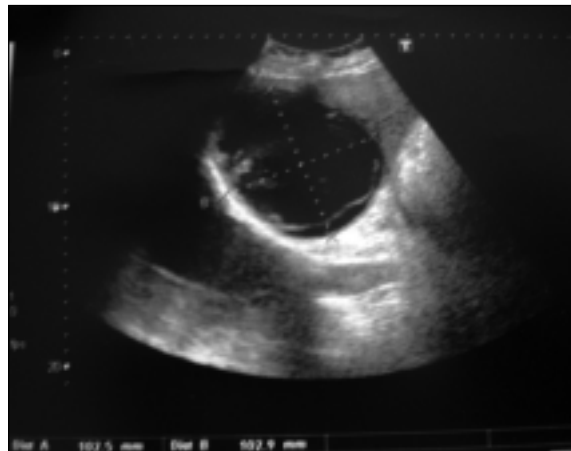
Ecografia abdominal - formação expansiva de conteúdo líquido no lobo direito do fígado com alguns ecos em suspensão.
